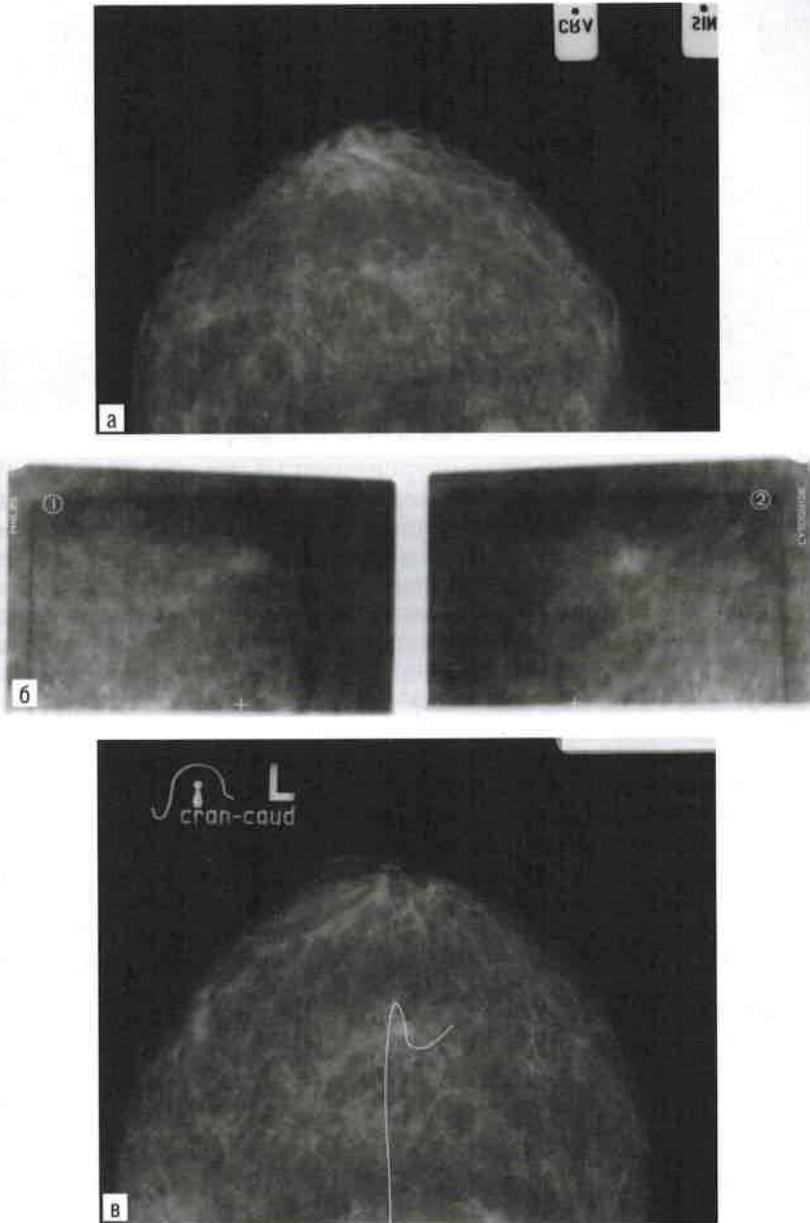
Непальпируемый рак молочной железы в виде узла: а — рентгенограмма; б — стереомаммограммы. Внутритканевая предоперационная разметка с помощью локализационной иглы (в)
